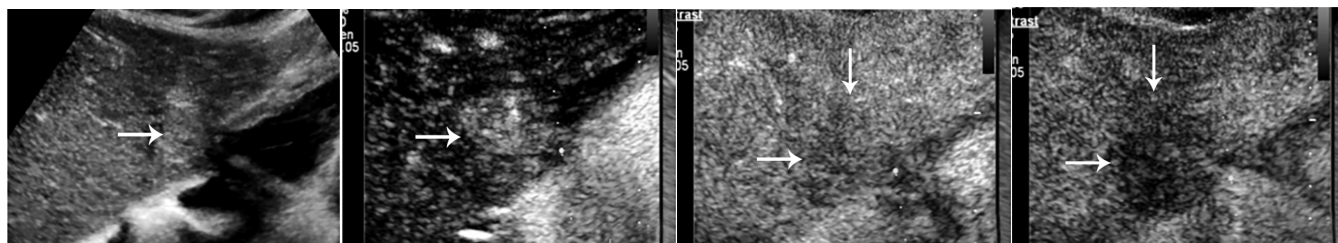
术前超声显示肿瘤为稍强回声, 边界欠清楚, 形态欠规则, 可见小片状低回声区(箭头示)
